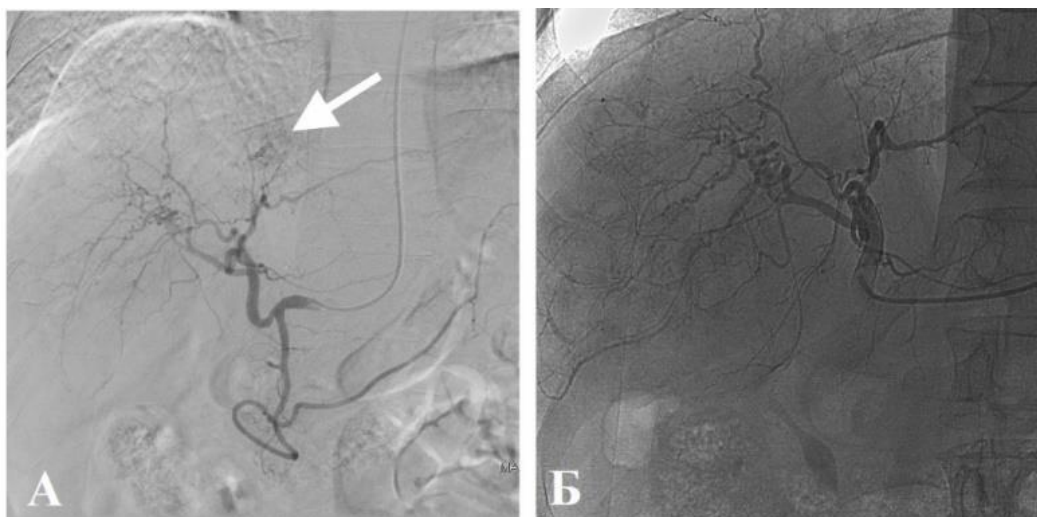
Тот же пациент. Ангиограмма во время ТЛЛНМ1 (А) демонстрирует контрастирование очага с симптомом «мишени» по МРТ (белая стрелка), диффузное обеднение сосудистого рисунка правой доли печени. Ангиограмма во время ТЛЛНМ2 (Б) через 262 дня после ТЛЛНМ1 демонстрирует отсутствие контрастирования очагов, менее выраженное обеднение сосудистого рисунка правой доли печени
